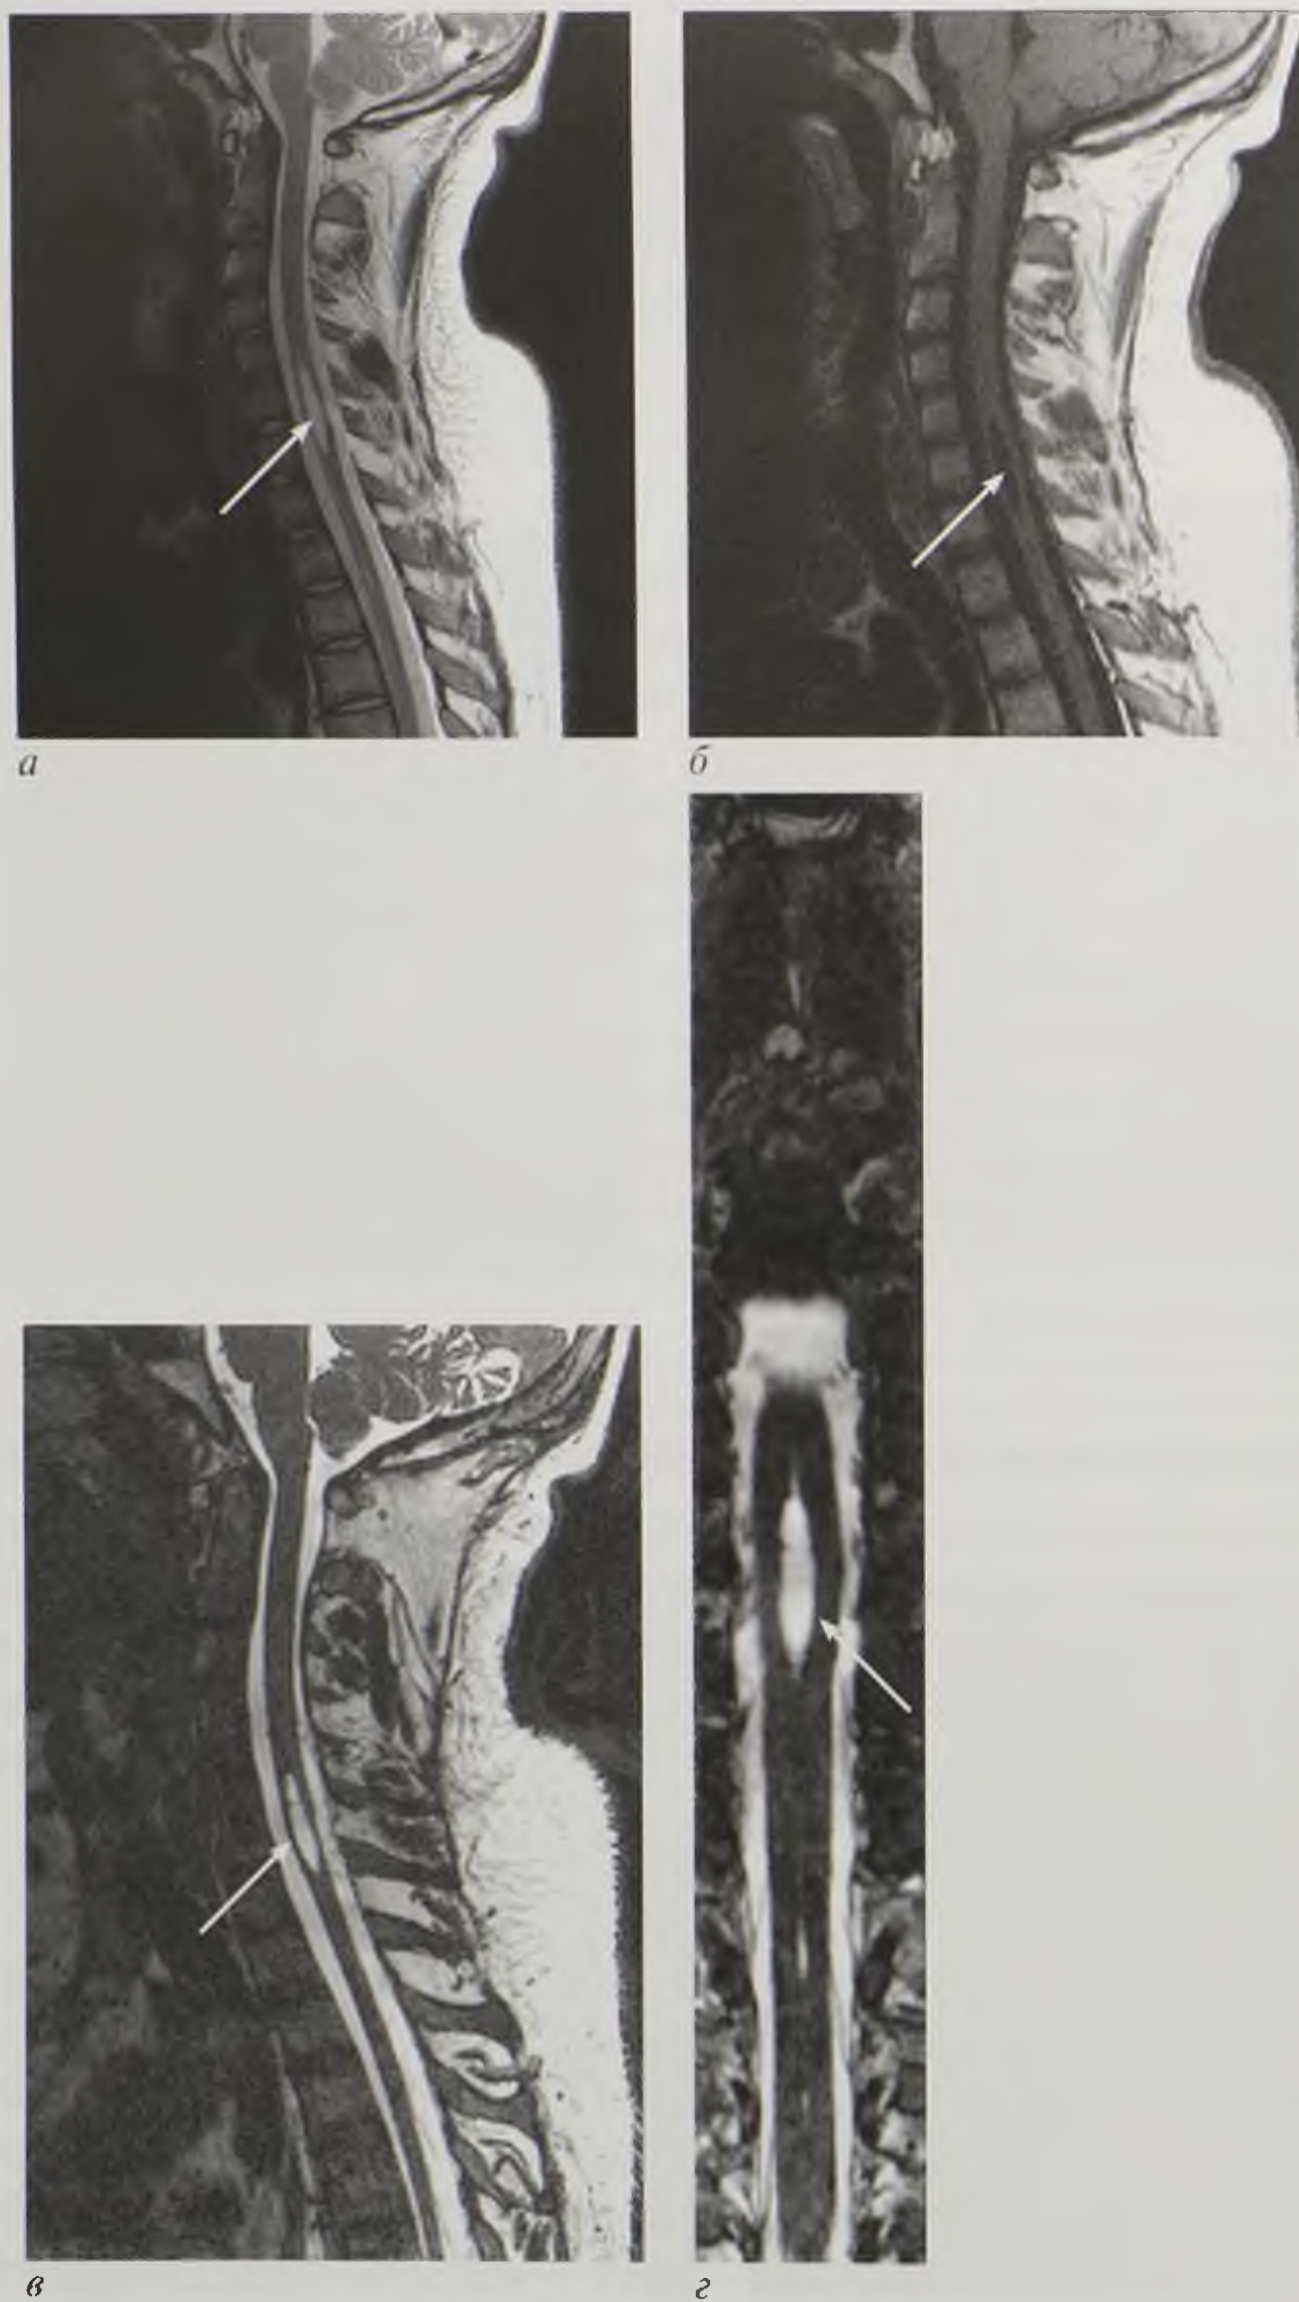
Магнитно-резонансные томограммы шейного отдела позвоночника, T2-взвешенное изображение (а), T1-взвешенное изображение (б), T2-взвешенное изображение трехмерная ciss-последовательность (в) в сагиттальной плоскости и многоплоскостная реконструкция во фронтальной плоскости (г). Сирингомиелическая киста (стрелки)
